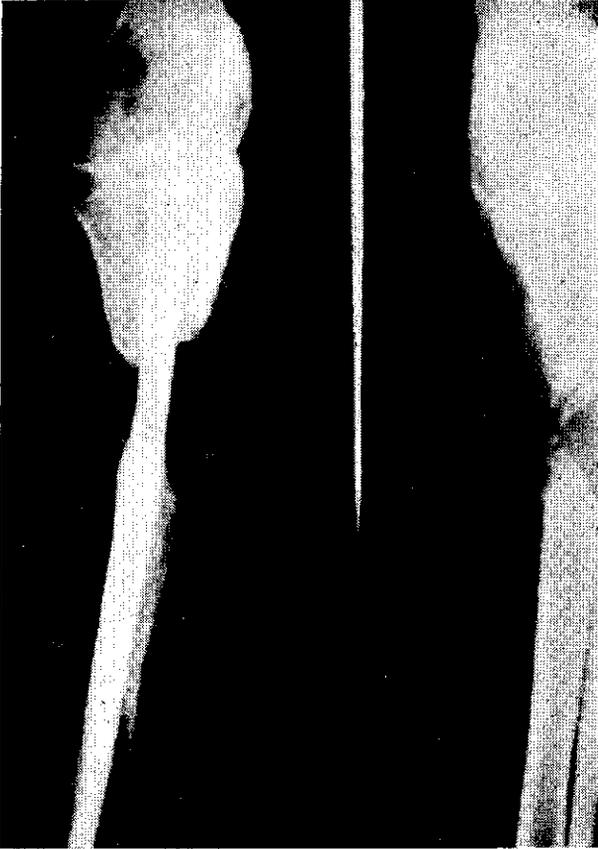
G. A.—Radiografía pre-operatoria.
